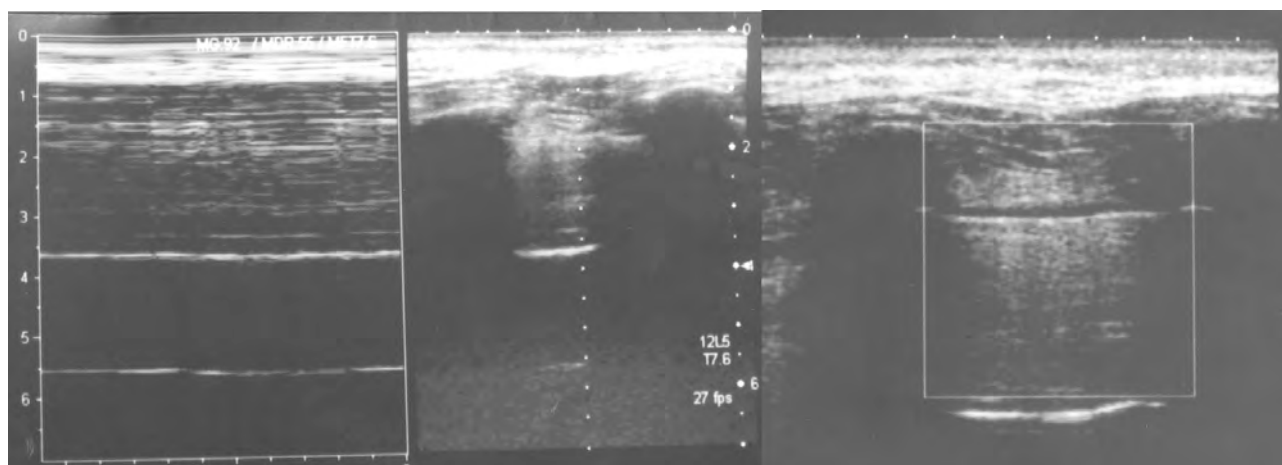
Ecografía torácica en la que se observa una ausencia del deslizamiento pleural, sugerente de neumotórax izquierdo.
